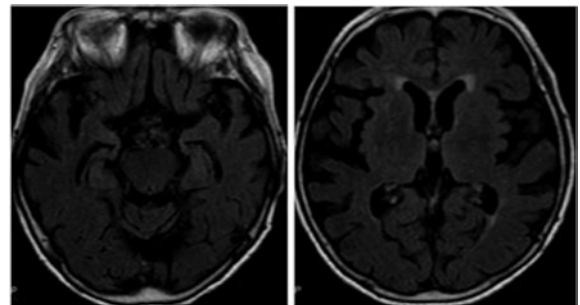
ビタミンB₁による治療開始から1週間後の頭部MRI検査。FLAIR画像で中脳水道周囲や第3脳室周囲の高信号領域は消失している。
